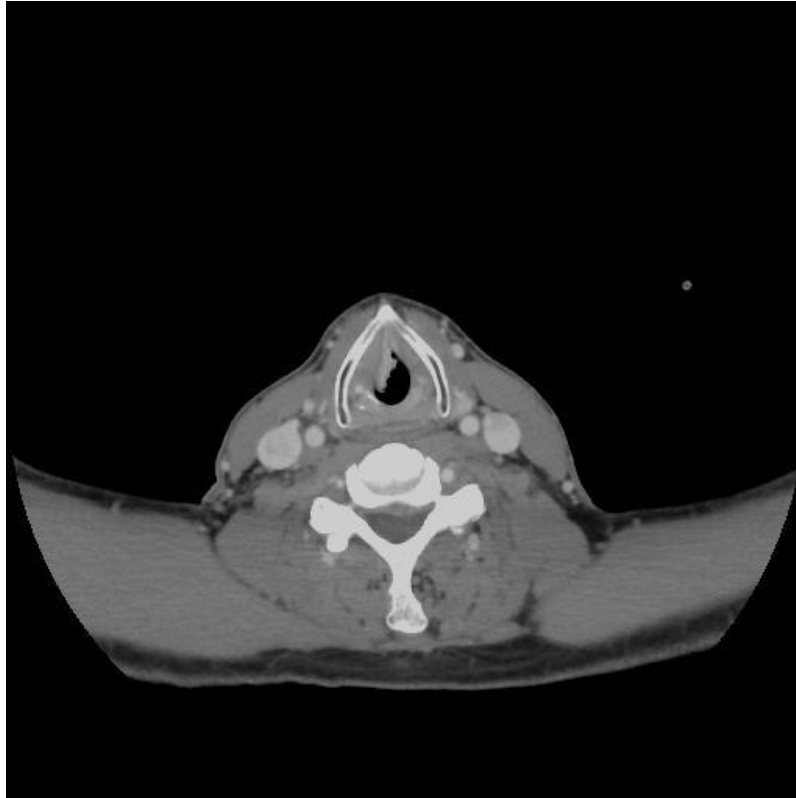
TDM laryngée en coupe coronale.
